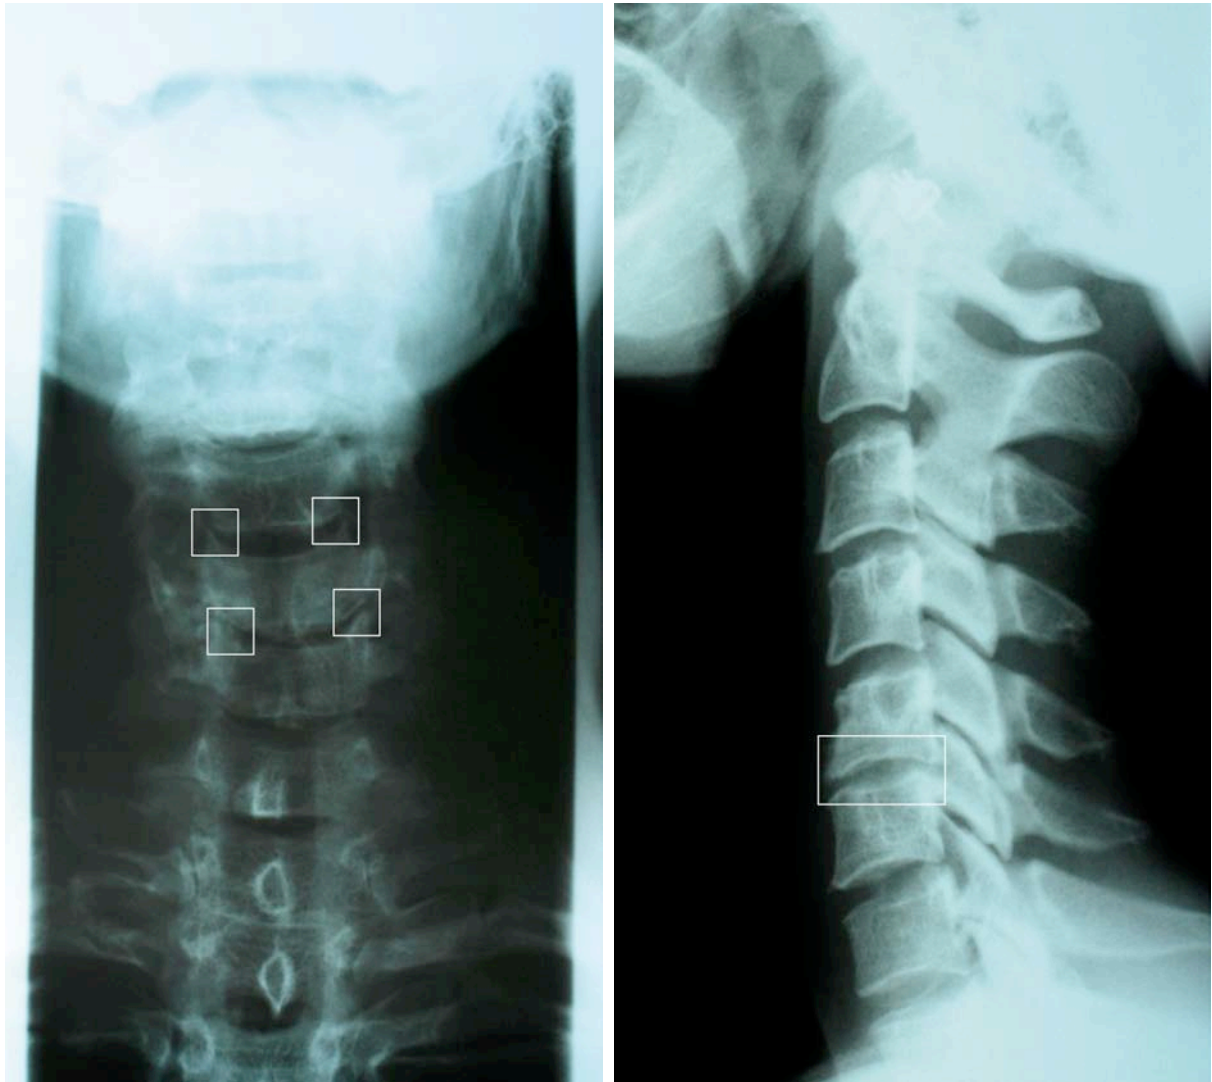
Röntgen HWS in 2 Ebenen, Oktober 2003
